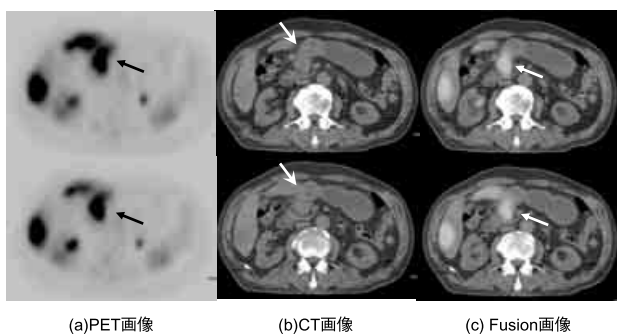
症例1. 胃前底部に集積亢進あり (a:→), Fusion 画像ではCTでの壁肥厚に一致していた (b, c).
